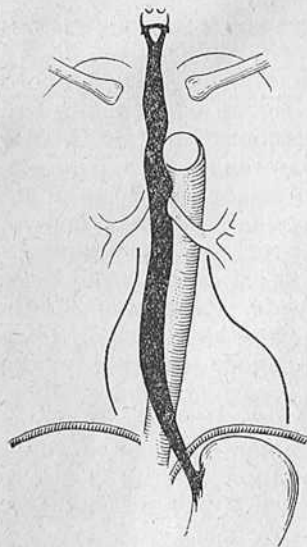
Нормальный пищевод в рентгенологическом изображении (по Brombart).
